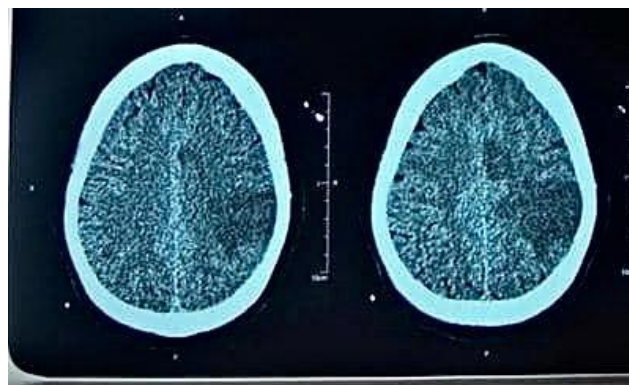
TDM cérébrale sans injection en coupe axiale de contrôle H24 post thrombolyse a mis en évidence un infarctus de territoire de l'artère cérébrale antérieure gauche sans transformation hémorragique
